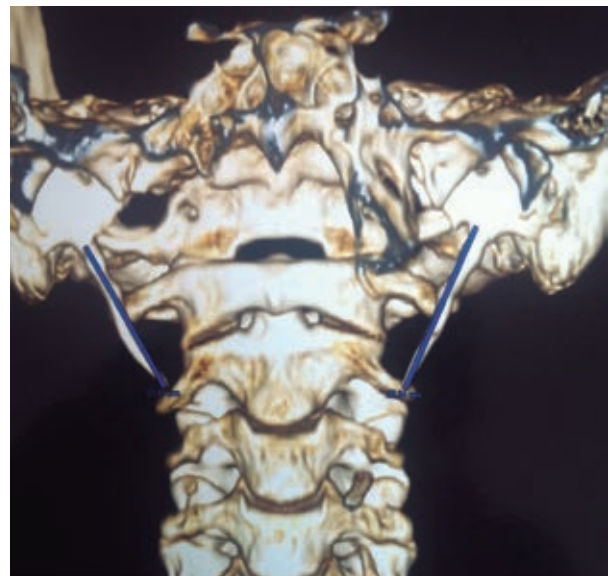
Tomografía simple computada con reconstrucción 3D de la apófisis estiloides.
